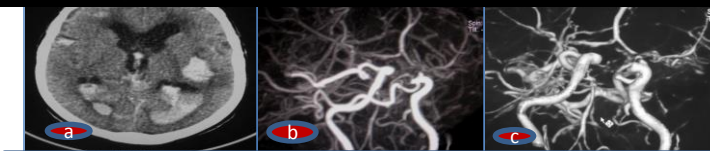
TDM cérébrale et angio TDM avec reconstruction MIP et VRT (cas n.1)
